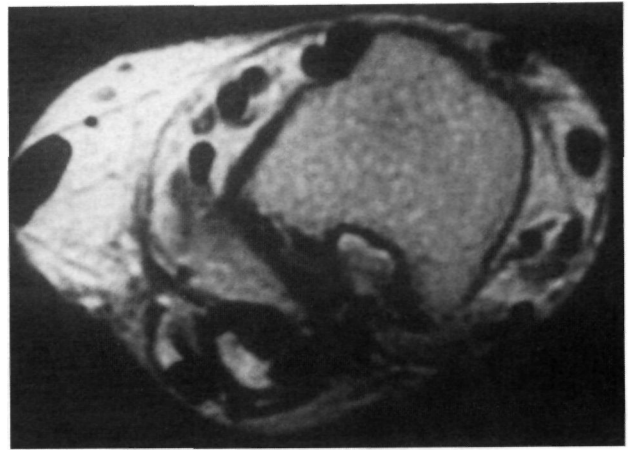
Control en RM al año de la intervención.
